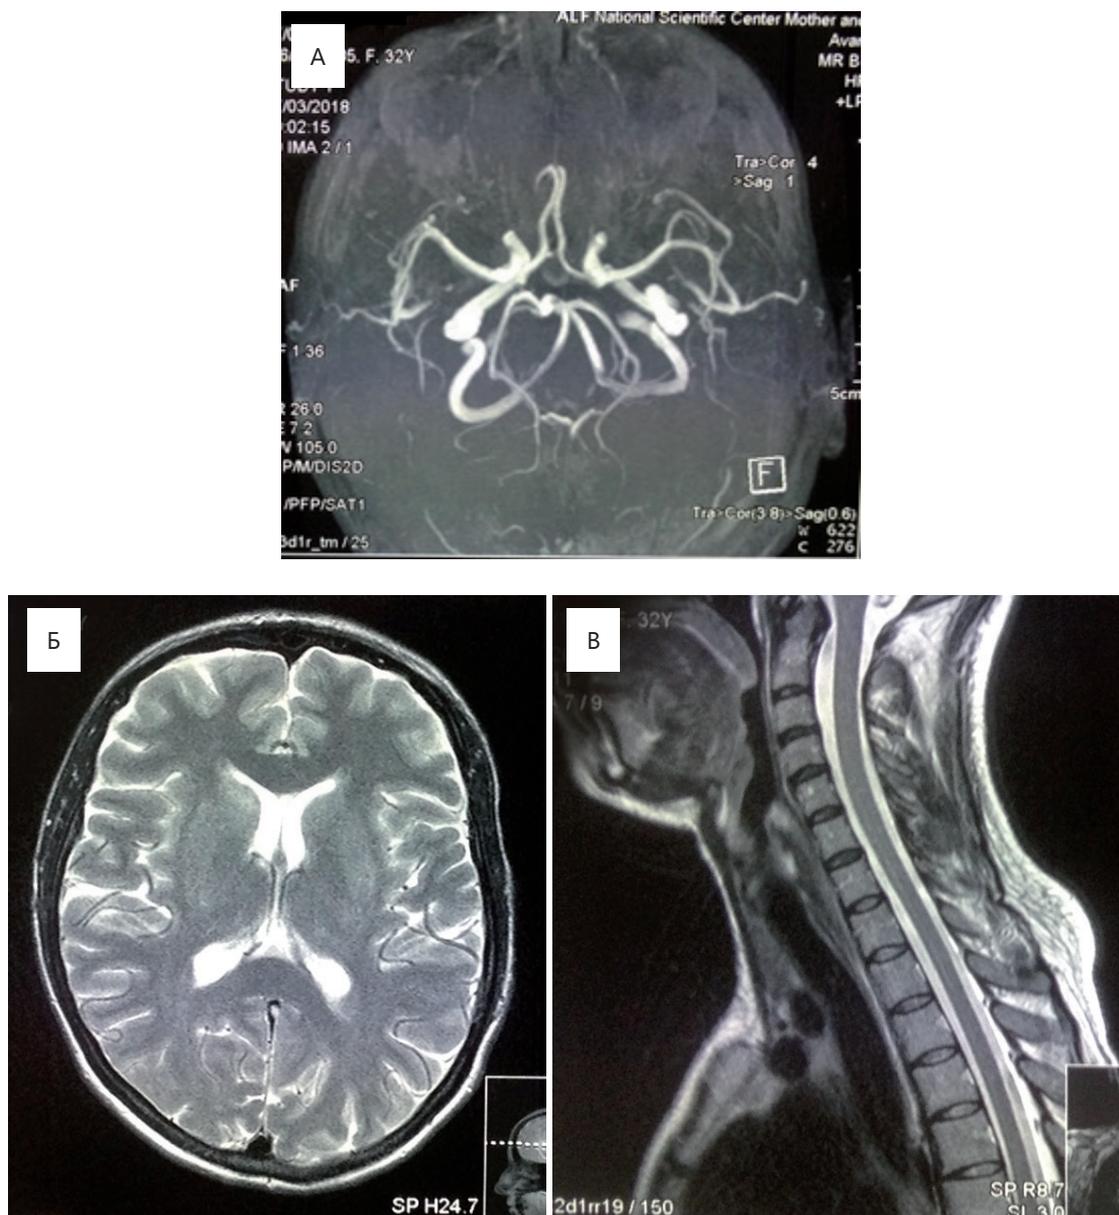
Рис №1. МРТ головного мозга на 4 сутки после родов. А) МРА, Б) МРТ головного мозга в аксиальной проекции В) МРТ шейного отдела позвонков.
